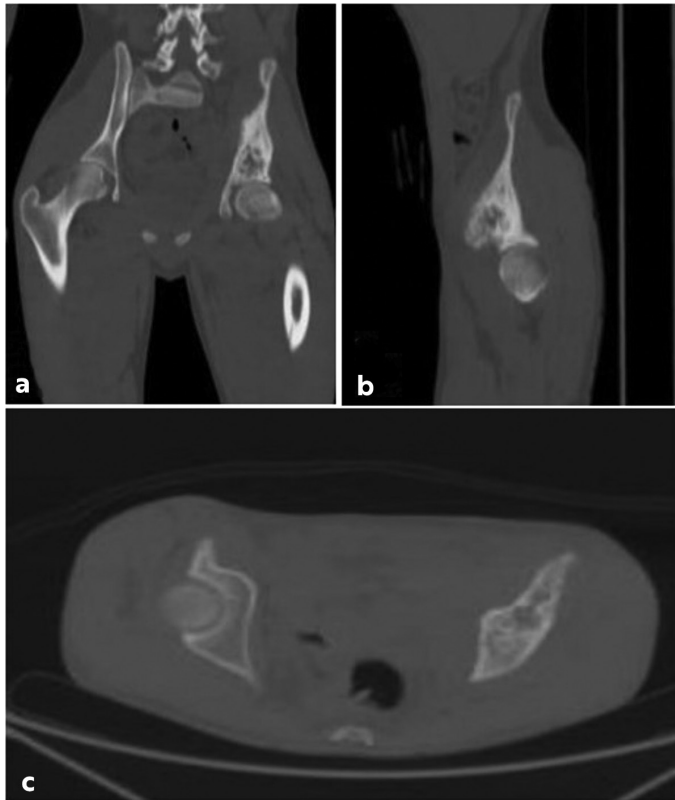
Pelvic CT of 23 year old male patient showing iliac wing-seated Ewing sarcoma
